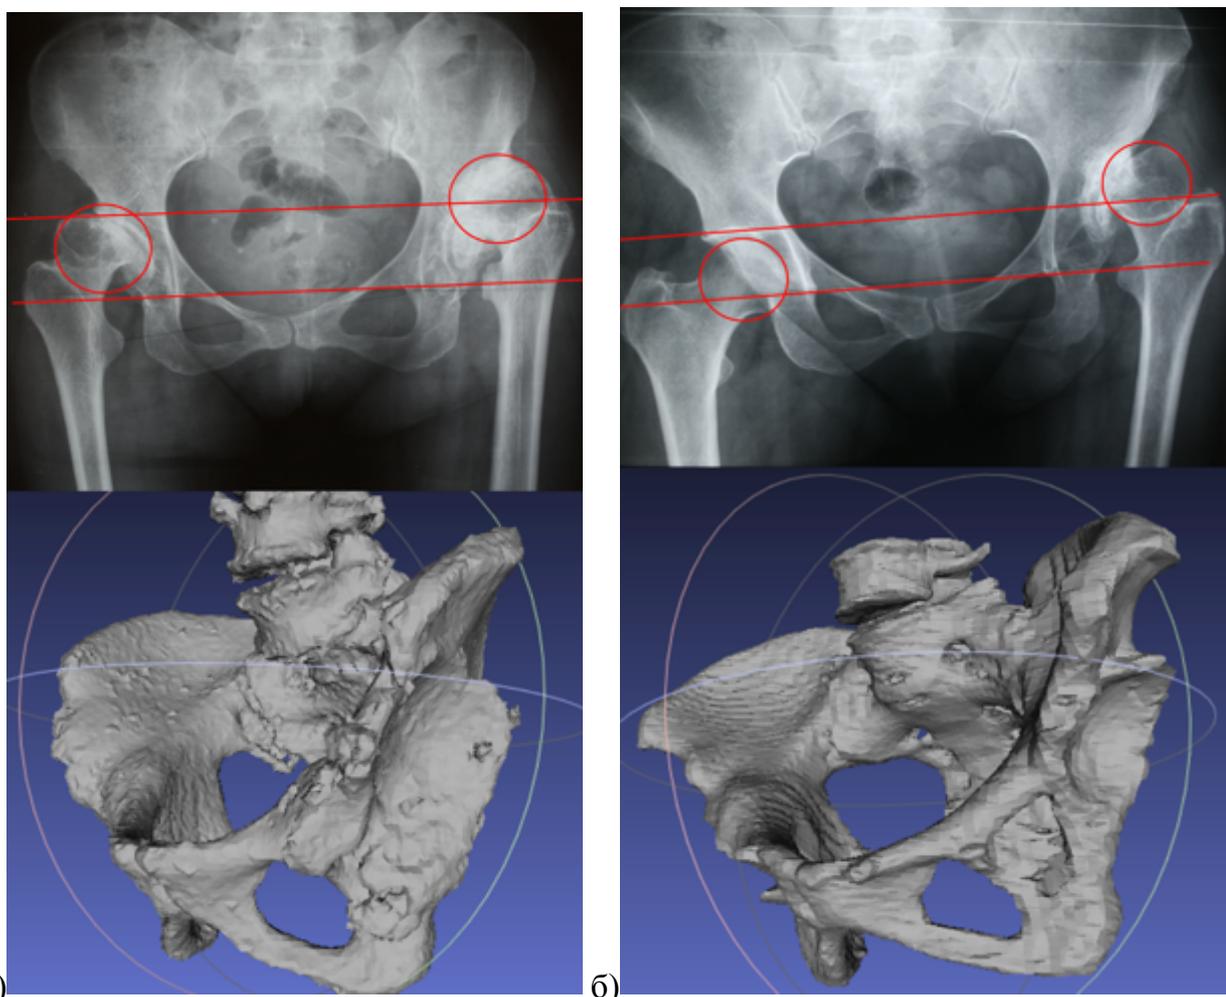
Рентгенограммы и 3D реконструкции КТ двух пациенток с диспластическим коксартрозом, в обоих случаях в левом ТБС по рентгенограммам степень смещение головки позволяет отнести эти случаи к типу B2 по Hartofilakidis или типу Crowe III; при 3D визуализации хорошо видно, что в первом случае (а) это действительно тип B2, а во втором случае (б) это тип дисплазии C1, поскольку имеется четко выраженная ложная впадина, не связанная с истинной вертлужной впадиной
